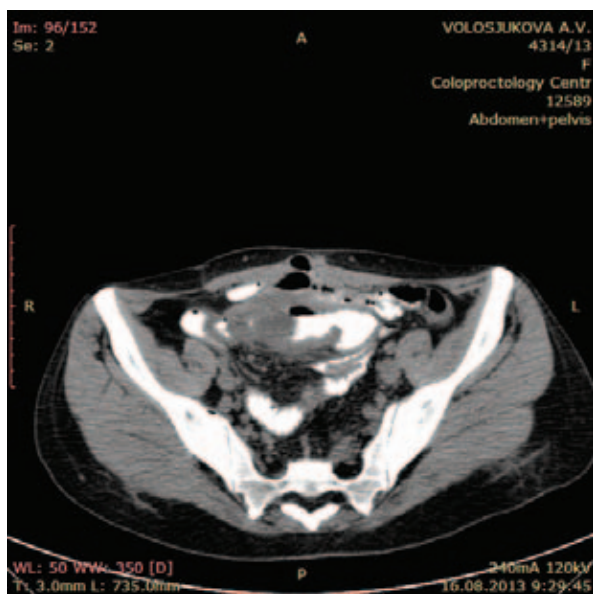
КТ-энтерография, аксиальный срез. Болезнь Крона подвздошной кишки с формированием наружного свища подвздошной кишки
